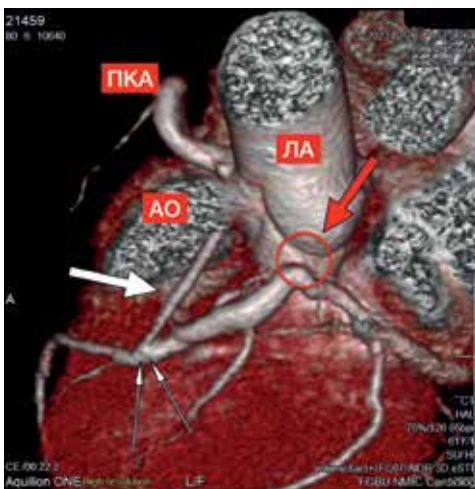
МСКТ с 3D-реконструкцией после оперативного лечения. Жирной белой стрелкой обозначен венозный шунт, отходящий от боковой стенки аорты к дистальному сегменту передней нисходящей артерии; двумя тонкими белыми стрелками указан дистальный анастомоз. Красной стрелкой обозначен перевязанный ствол левой коронарной артерии, разобщенный с основным стволом легочной артерии (состояние после операции ушивания устья аномальной ЛКА). АО = аорта; ЛА = легочная артерия; ПКА = правая коронарная артерия
